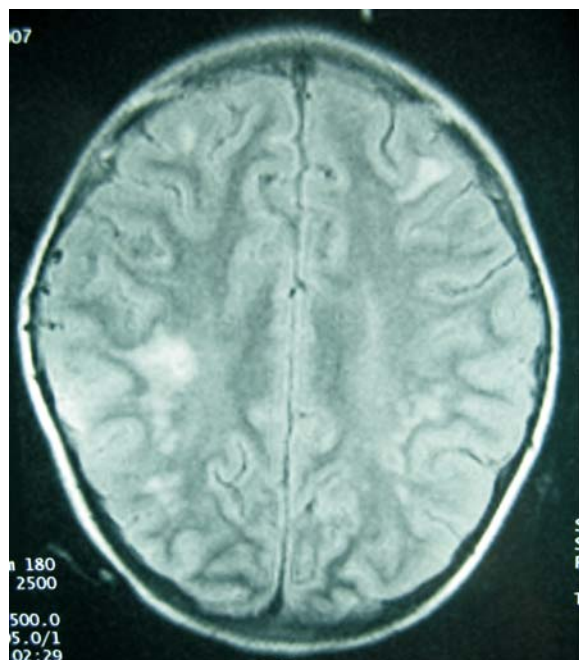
Resonancia magnética cerebral donde se aprecia lesión en región parietal derecha y frontal izquierda compatible con criptococoma.
